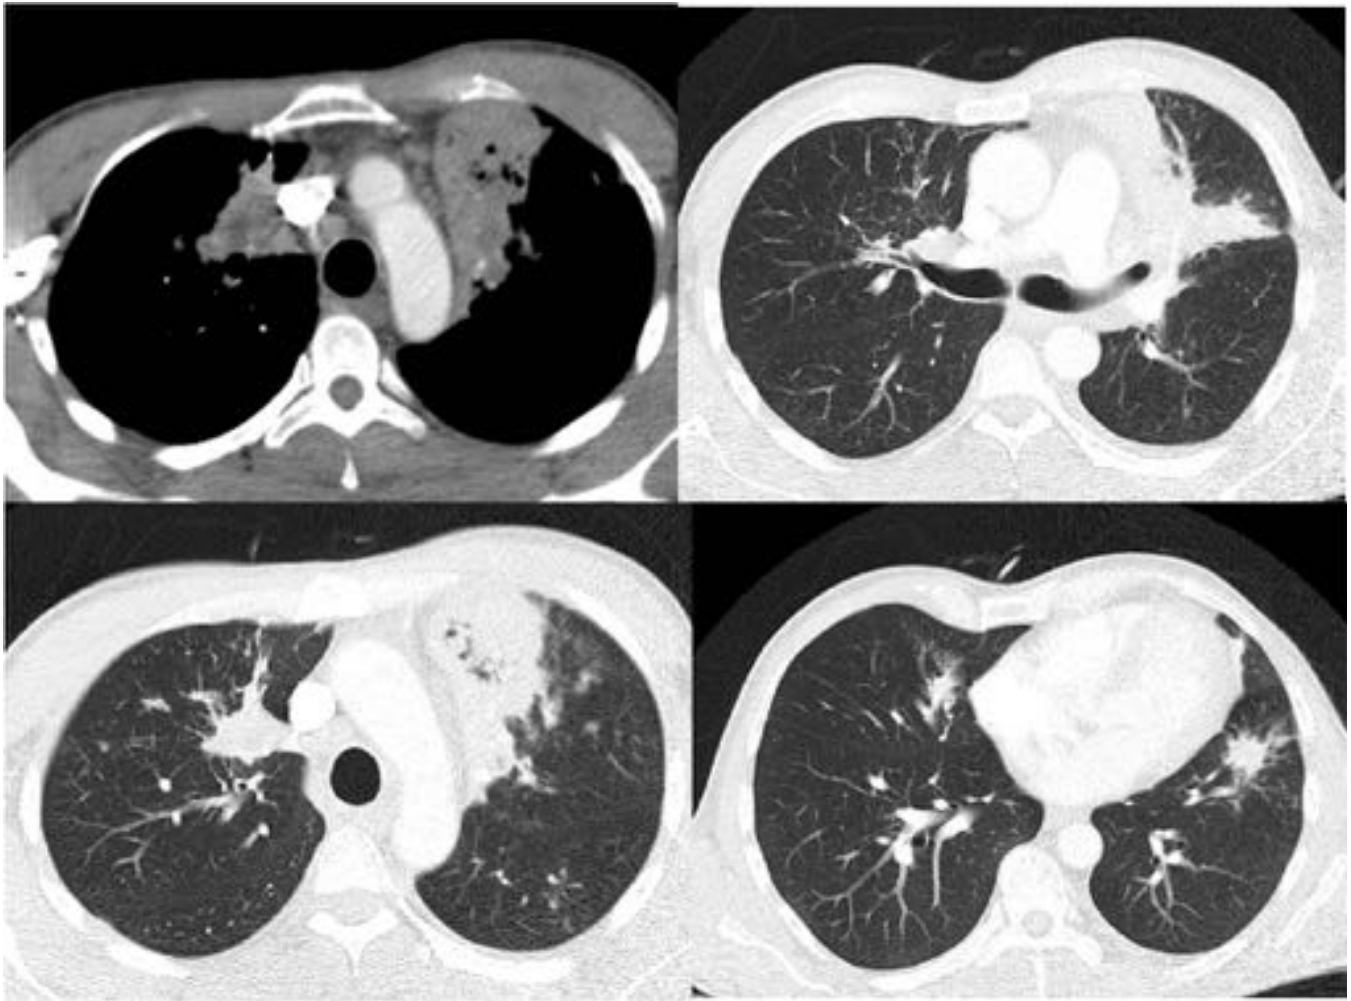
Aspergilosis semiinvasiva. TC del paciente anterior. Consolidaciones apicales bilaterales persistentes con neumonitis obstructiva y nódulos.
